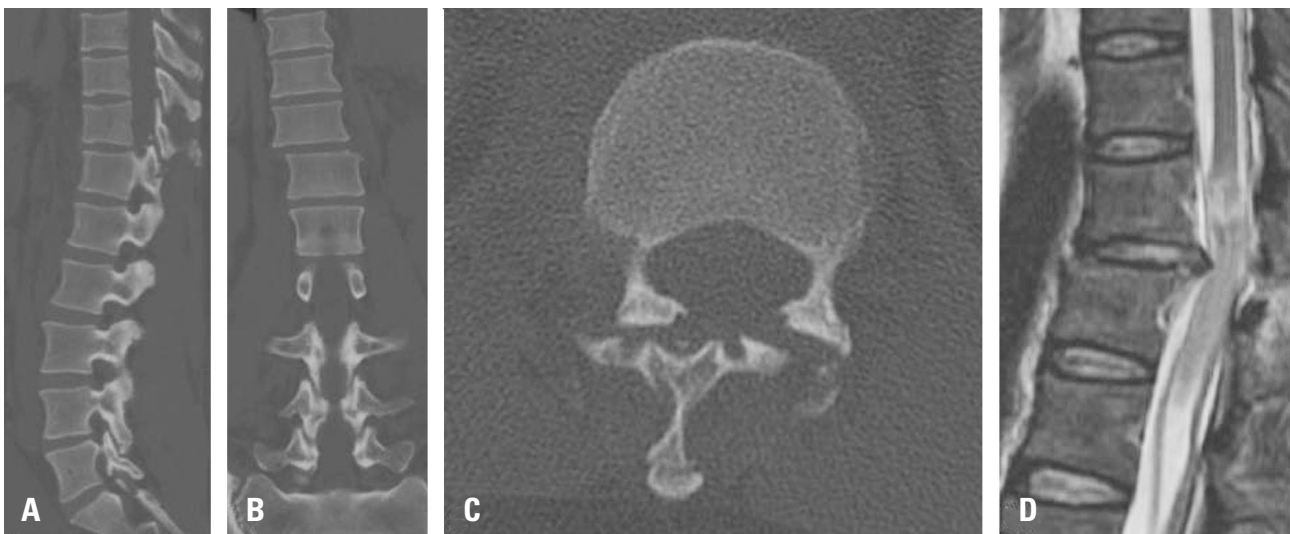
Sagittal (A), coronal (B), and axial (C) computed tomography scans and magnetic resonance imaging (D) show fracture-dislocation injury at the T11-T12 level. A transection cord injury at the T11 body level, lateral displacement with intervertebral subluxation, and fracture at both superior articular processes of the T12 vertebra occurred.
